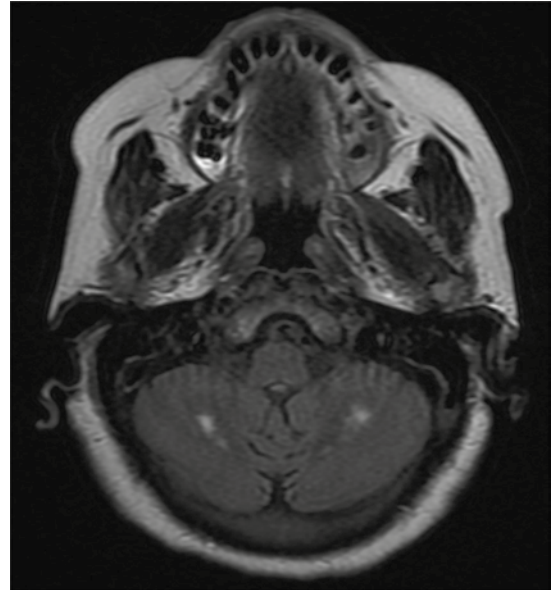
Secuencia FLAIR: hiperintensidad en ambos núcleo dentados e hipointensidades adyacentes.
